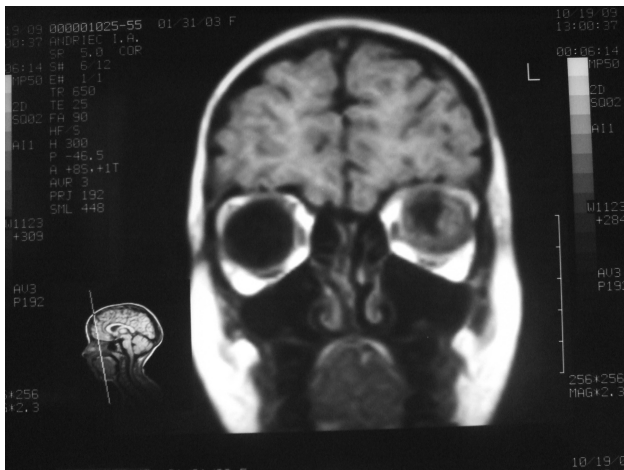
МРТ головы в двух проекциях ребенка А. до лечения. В левом глазном яблоке — гетерогенный участок с неровными контурами размером 17x8x16мм с распространением на задний полюс и ниже-медиальные отделы, прикрывая снаружи ДЗН. Распространение процесса в зрительный нерв и экстрабульбарно, признаков объемных и очаговых изменений головного мозга не выявлено.
